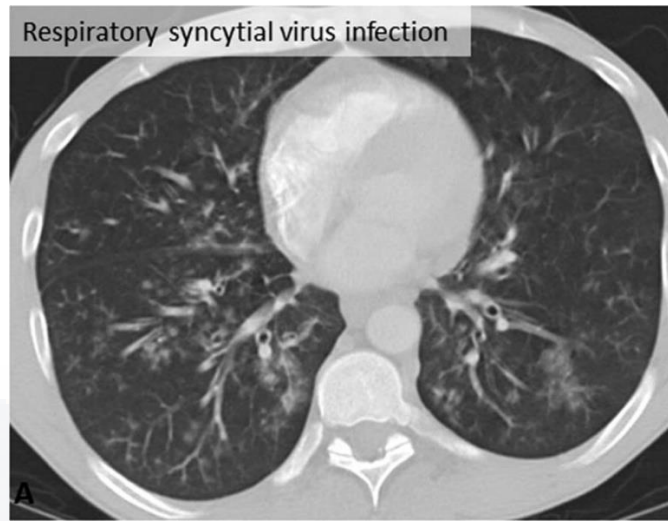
Imagen de TC axial de paciente que muestra opacidades de árbol en yema y nódulos centrolobulillares, causados por el virus sincitial respiratorio.
